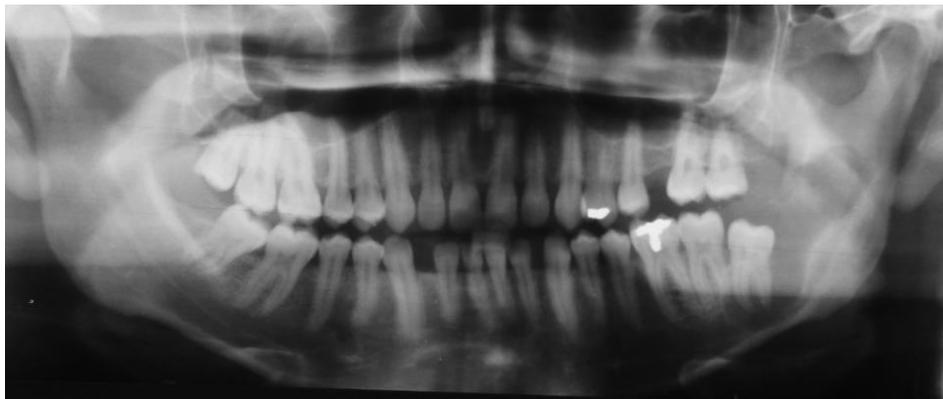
radiografia panorâmica dos maxilares mostrando o canal mandibular deslocado inferiormente na região de hemimandíbula esquerda.
